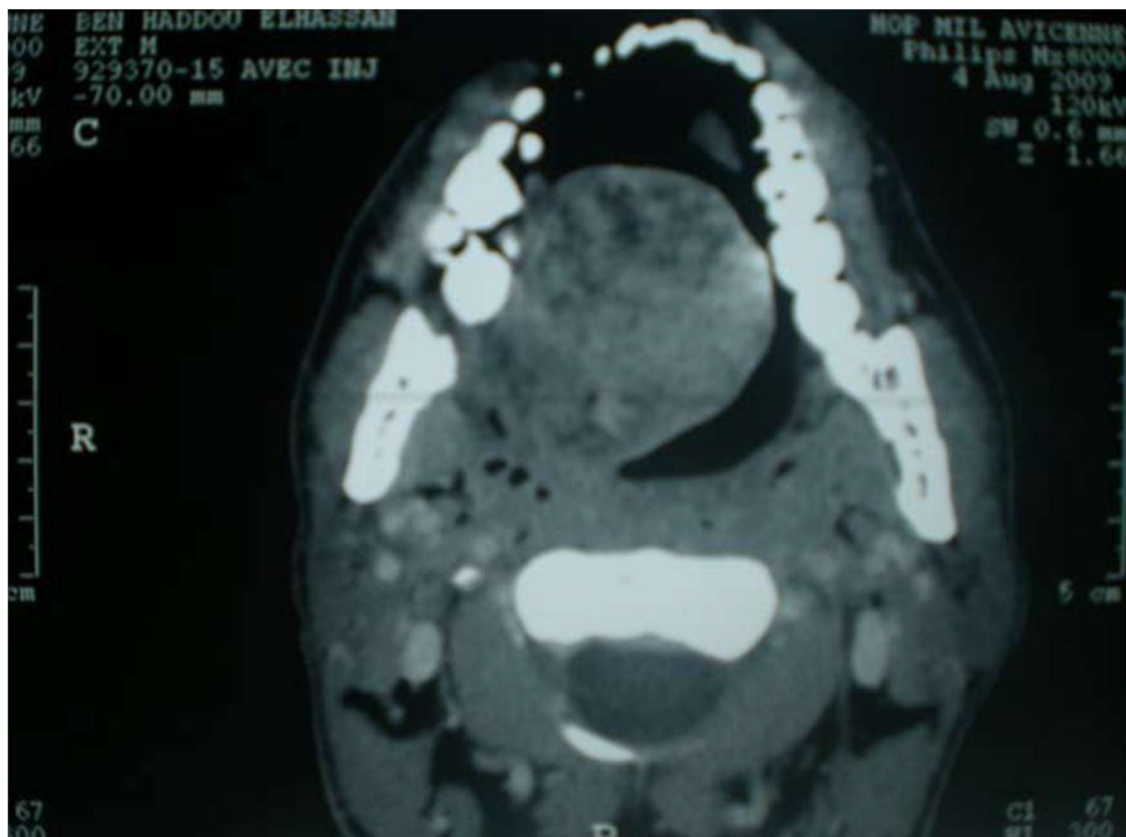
TDM d'un adénome pléomorphe palais [17]
